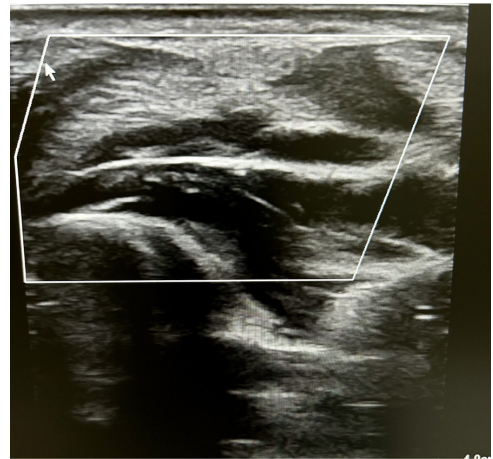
Ausência de fluxo ao Doppler no trajeto da artéria ulnar superficial.
